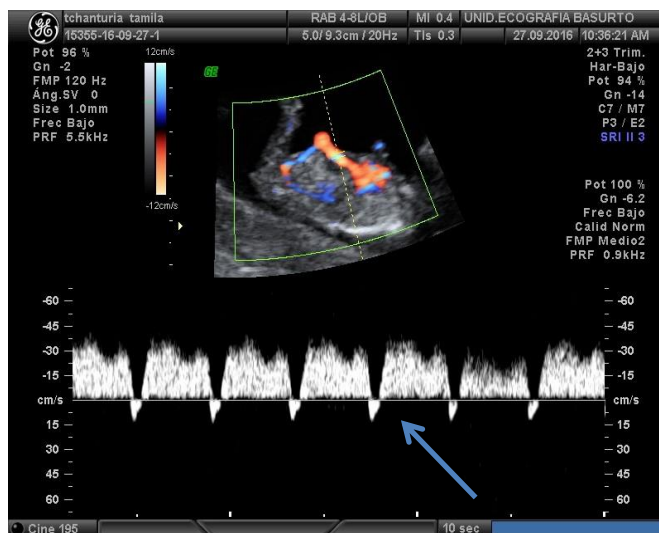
Ecografía Doppler del primer trimestre de gestación. A diferencia de la figura 10, en esta ecografía se aprecia la onda A reversa del ductus venoso (señalada por la flecha), lo que se considera un marcador secundario de cromosopatías.
